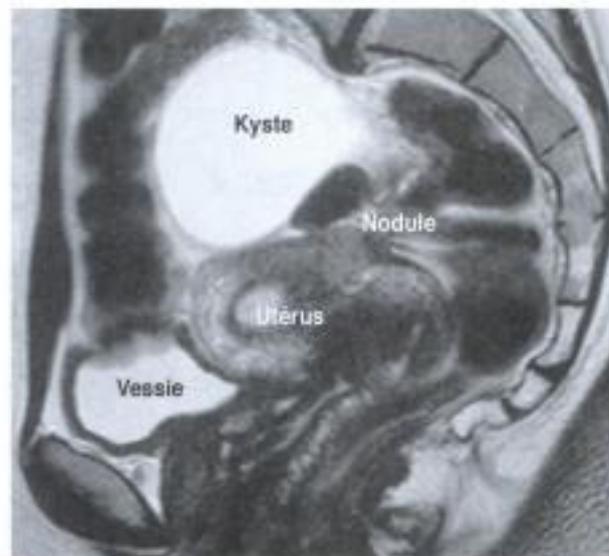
IRM endométriose.
